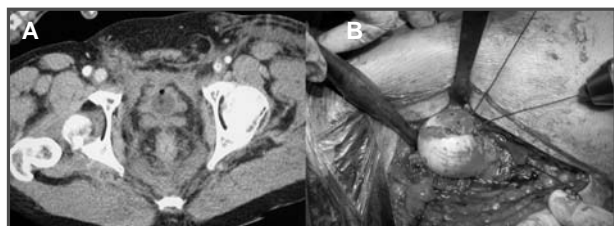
TC inicial: luxación posterior de la cadera derecha con fractura de la cabeza femoral distal a la fosita del ligamento redondo (Pipkin tipo I). 1B. Imagen intraoperatoria: reducción de fragmentos y osteosíntesis inicial con agujas Kirschner.
